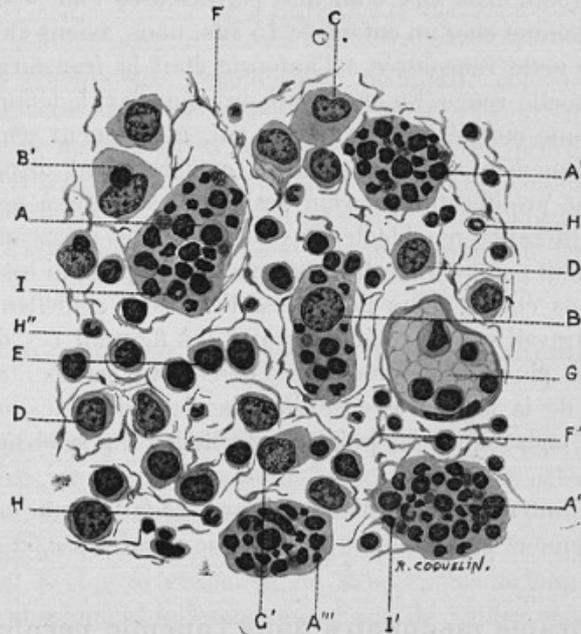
Leucémie lymphoïde traitée par les rayons de Röntgen. (Un point de la préparation représentée fig. 78 à un plus fort grossissement.)
